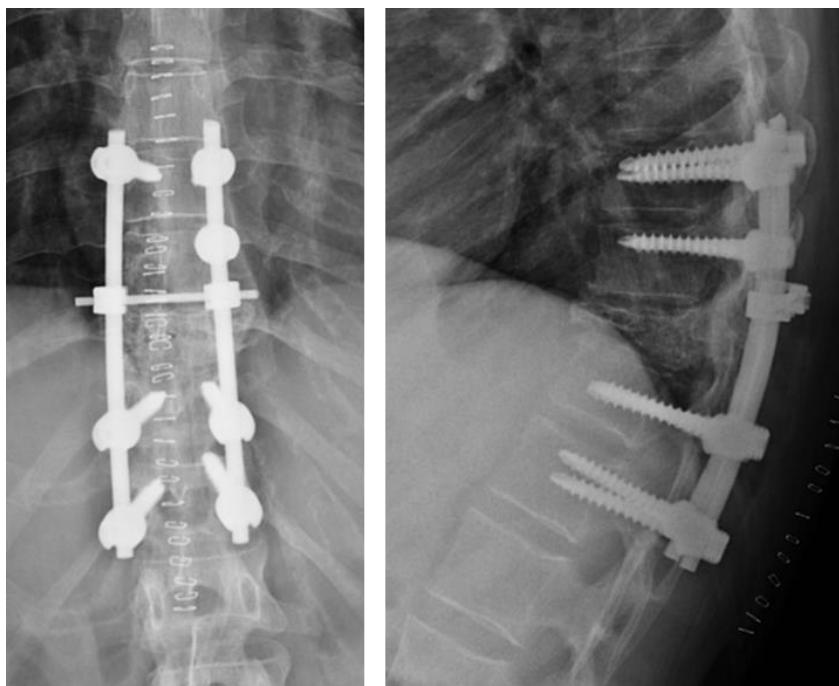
Рентгенограммы больной X. после 1-го этапа лечения
